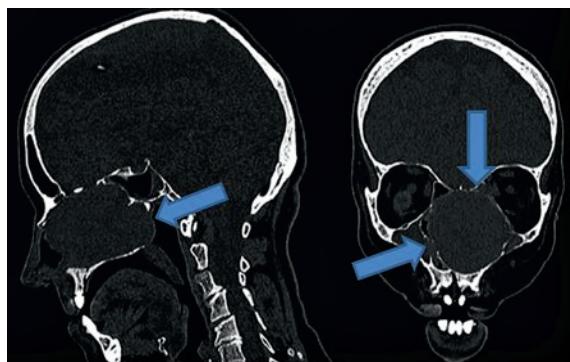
КТ головы с контрастированием: признаки мягкотканного образования левой половины носа с наличием признаков костной деструкции и распространением в носоглотку (указано стрелками)
